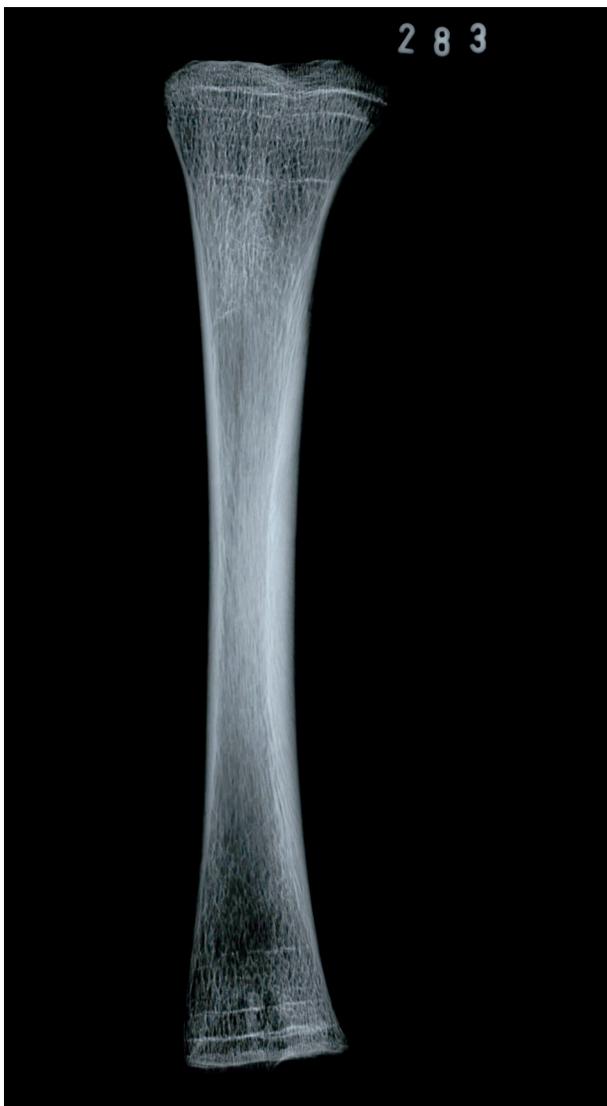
Das rechte Schienbein eines zwei- bis dreijährigen Mädchens zeigt mindestens drei Harris-Linien, die auf Krisenzeiten im ersten und zweiten Lebensjahr hindeuten. Röntgenbild: B. Jungklaus.
